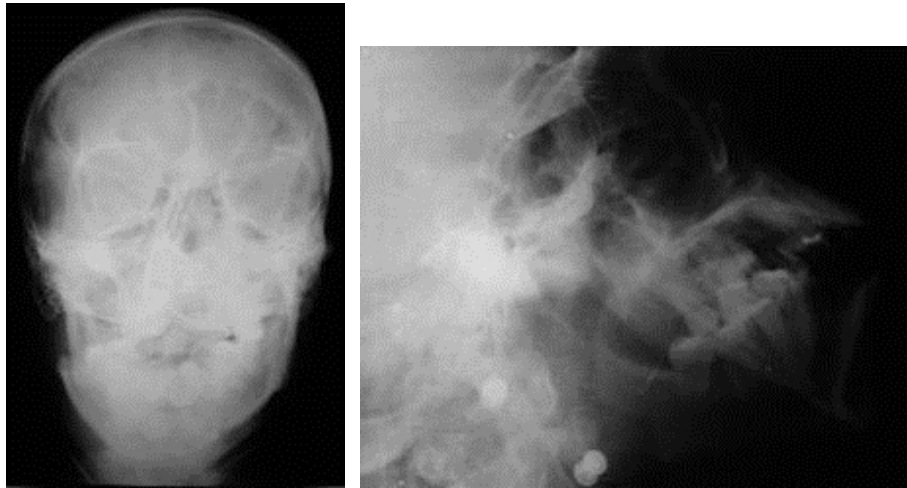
Radiografia pósterio-anterior e perfil de mandíbula tomadas logo após o trauma, antes da intervenção cirúrgica.
